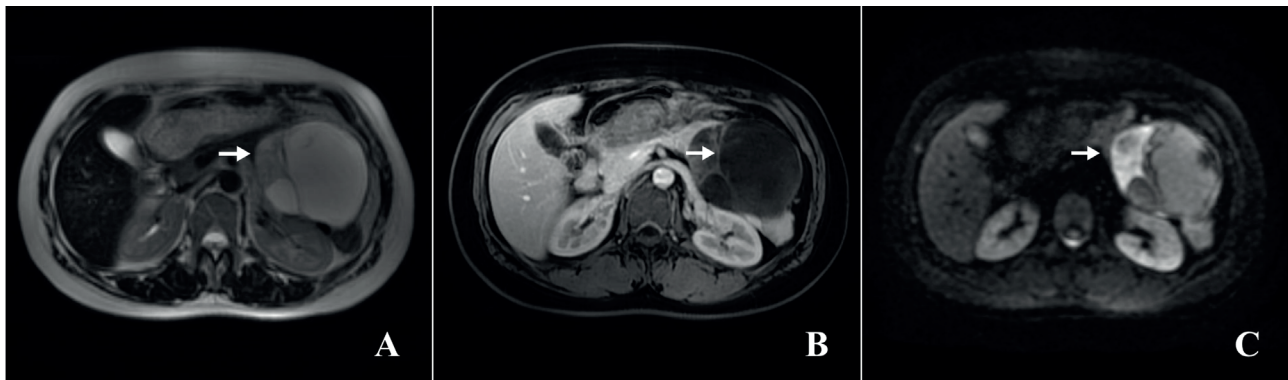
Tumor at the tail of the pancreas (Patient #4) A heterogeneous cystic lesion on T2-weighted images (A). Contrast enhancement of the solid components of the lesion (B). High signal intensity of solid components on diffusion-weighted image (C).
